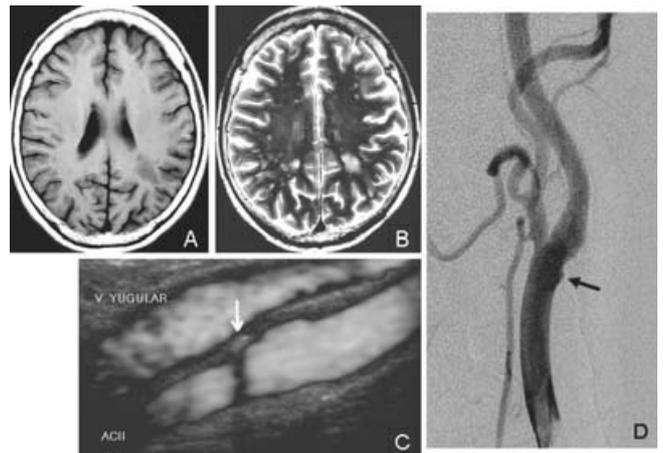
Hombre de 63 años sin antecedentes, cuyos síntomas iniciales fueron hemiparesia y hemihipoestesia derechas que se resolvieron espontáneamente. La resonancia magnética realizada 48 horas después mostró lesiones isquémicas pequeñas en ambos centros semiovais, además de una grande a nivel dorsal y caudal en el centro semioval izquierdo A y B). El ultrasonido carotídeo y la angiografía carotídea mostraron aterosclerosis bilateral. C y D) En la carótida izquierda puede observarse una placa con estenosis < 20 % (flechas). Este caso ejemplifica dos situaciones: las lesiones pequeñas bilaterales que simulan enfermedad de pequeño vaso pueden ser causadas por la enfermedad carotídea que se mantuvo silente; y que el tamaño de la placa y el grado de estenosis no son los únicos responsables del desarrollo de síntomas. Por ello, debemos tomar en cuenta datos importantes proporcionados por el ultrasonido carotídeo, como la ecogenicidad y la motilidad de la placa.
